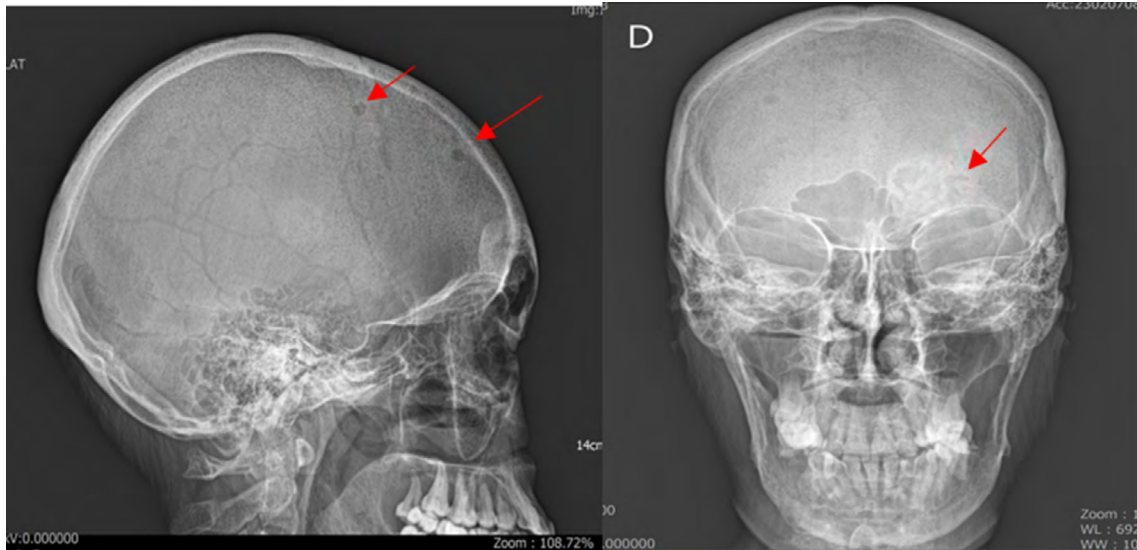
Radiografía de cráneo en incidencia anteroposterior (AP) y lateral (LAT)
